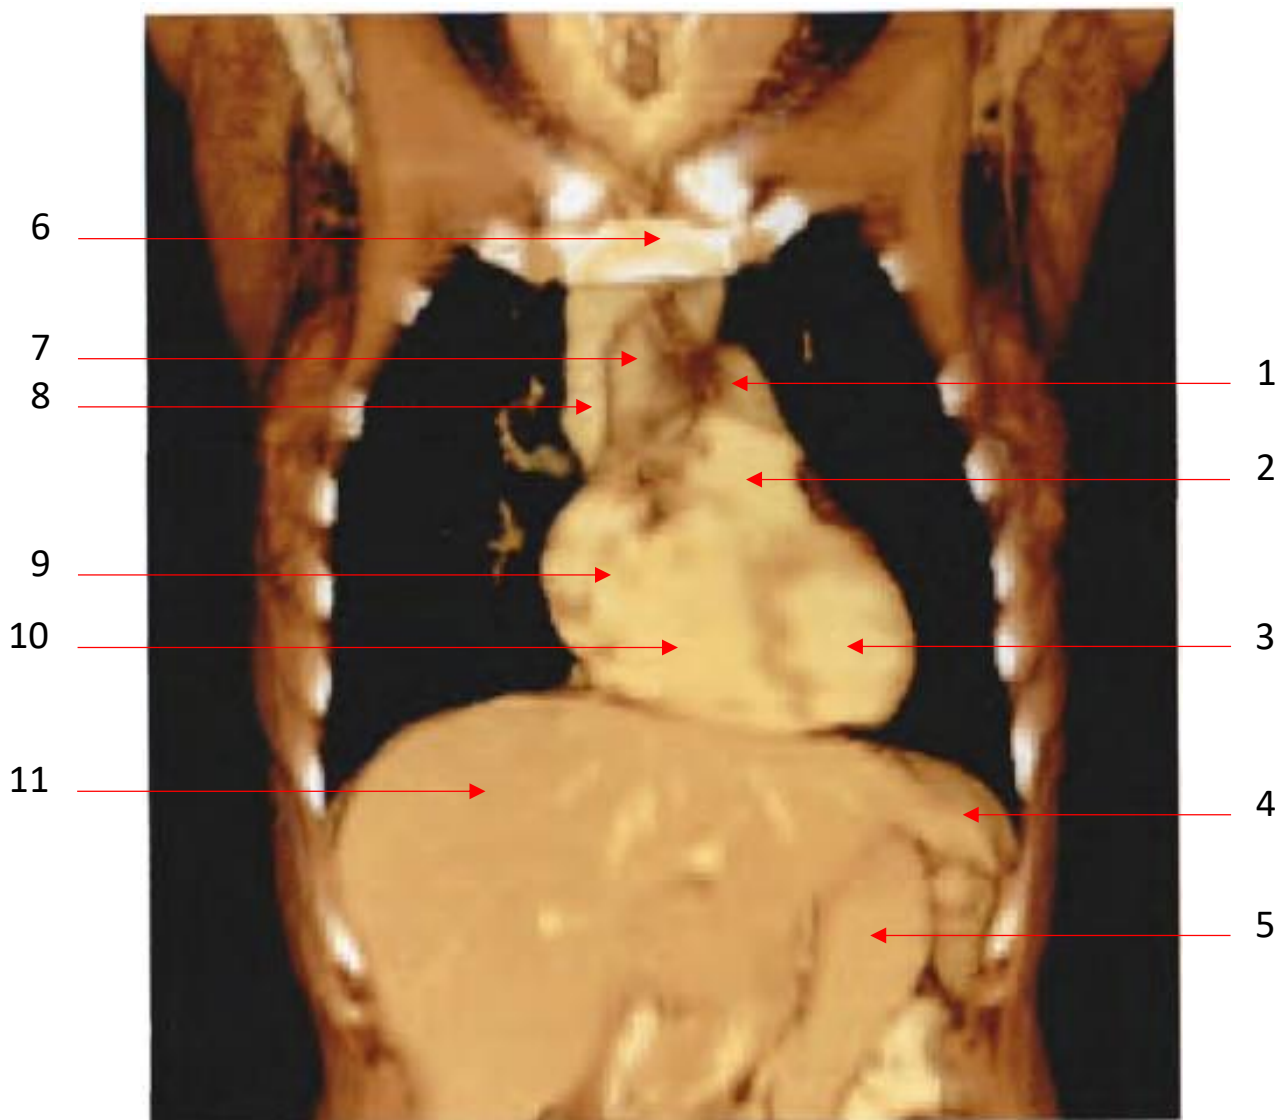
Cœur *in situ* : coupe coronale TDM 3D (cliché Dr Th. Diesce)
